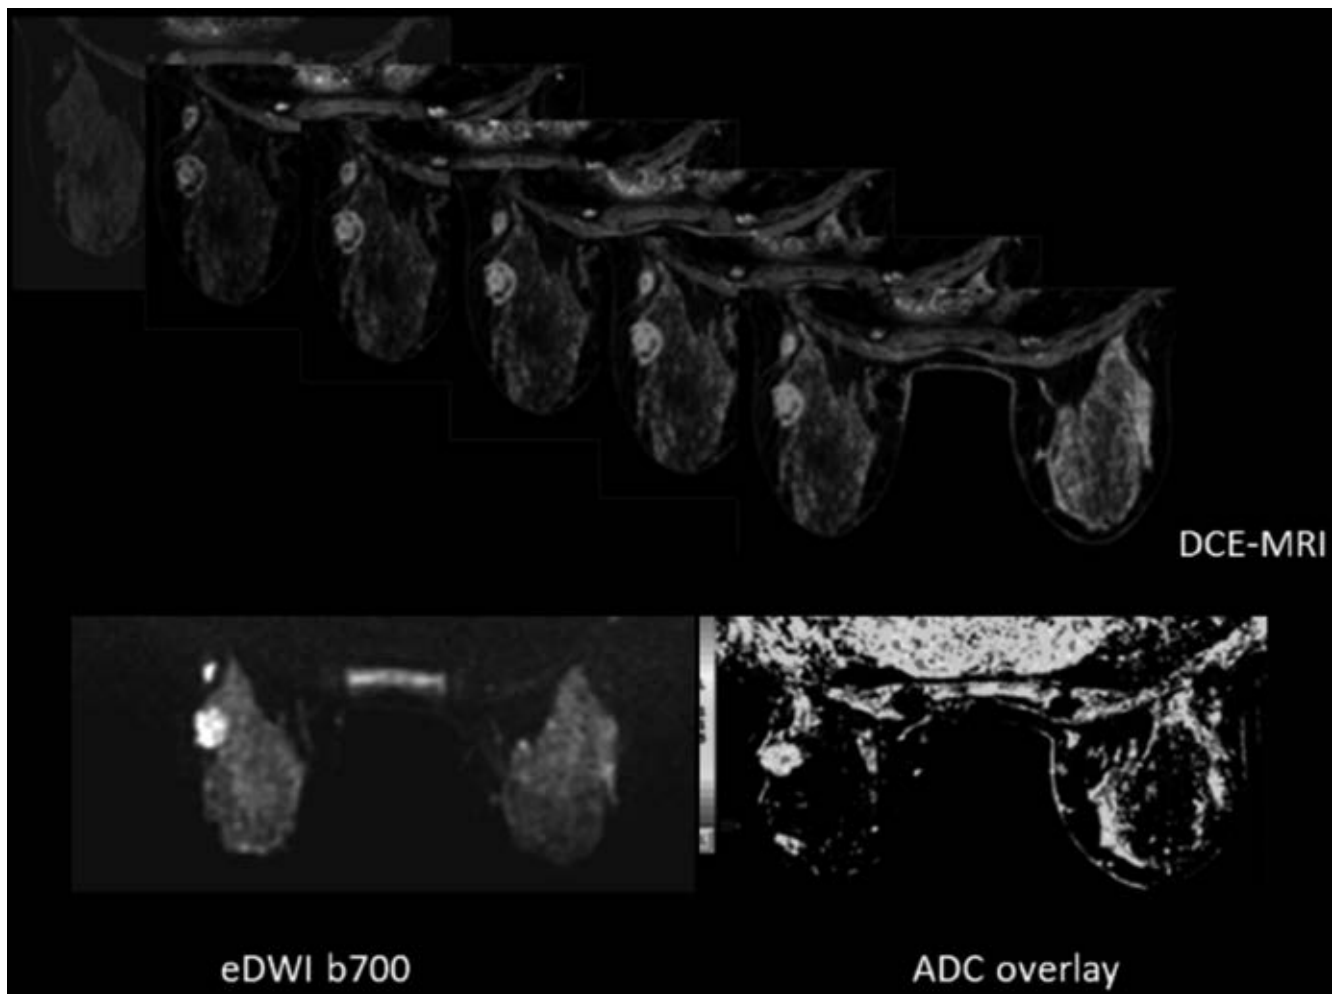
An example of good correlation between DCE-MRI and eDWI results.
